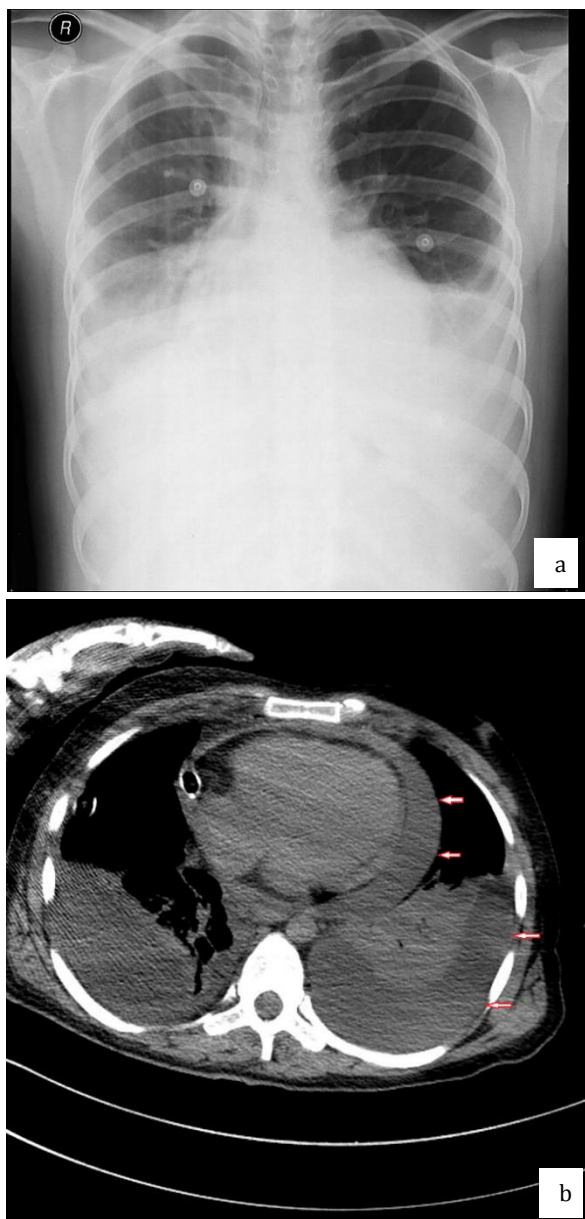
Chest x-ray shows bilateral pleural effusion (a), thorax tomography shows pleural fluid in right-left hemithorax and pericardial fluid in pericardium (b).
